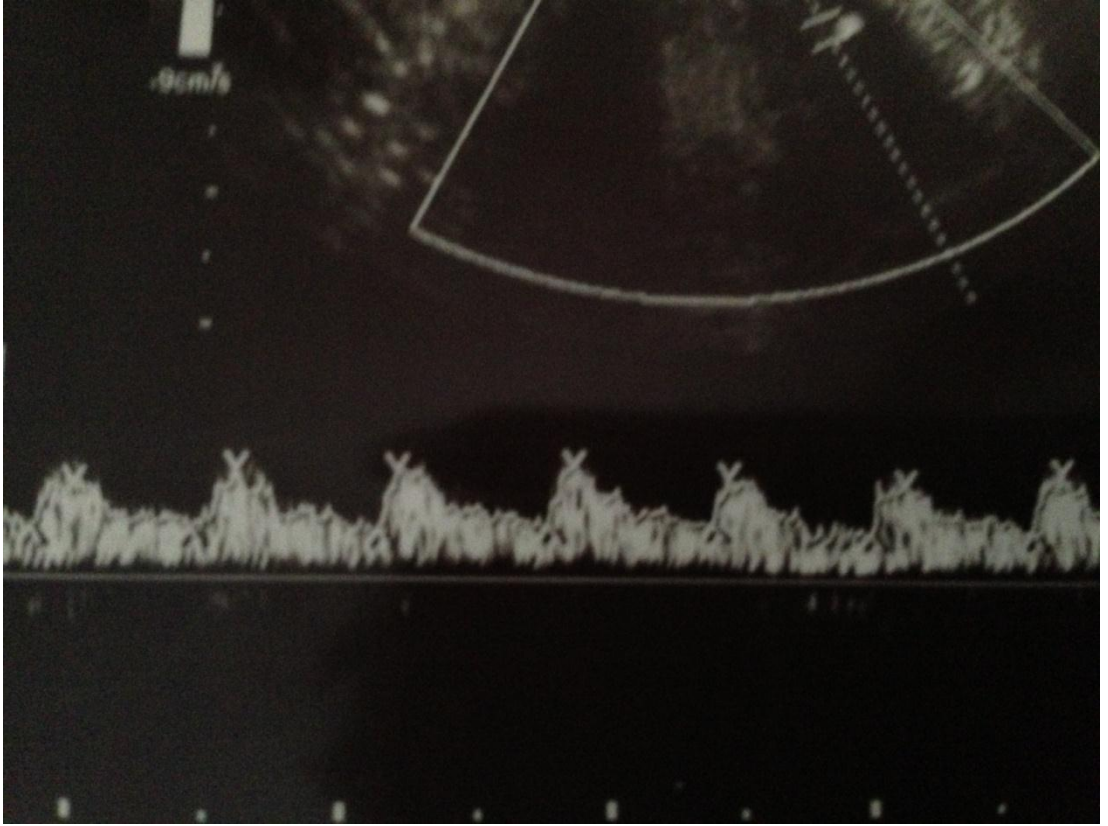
Radial arter doppleri
